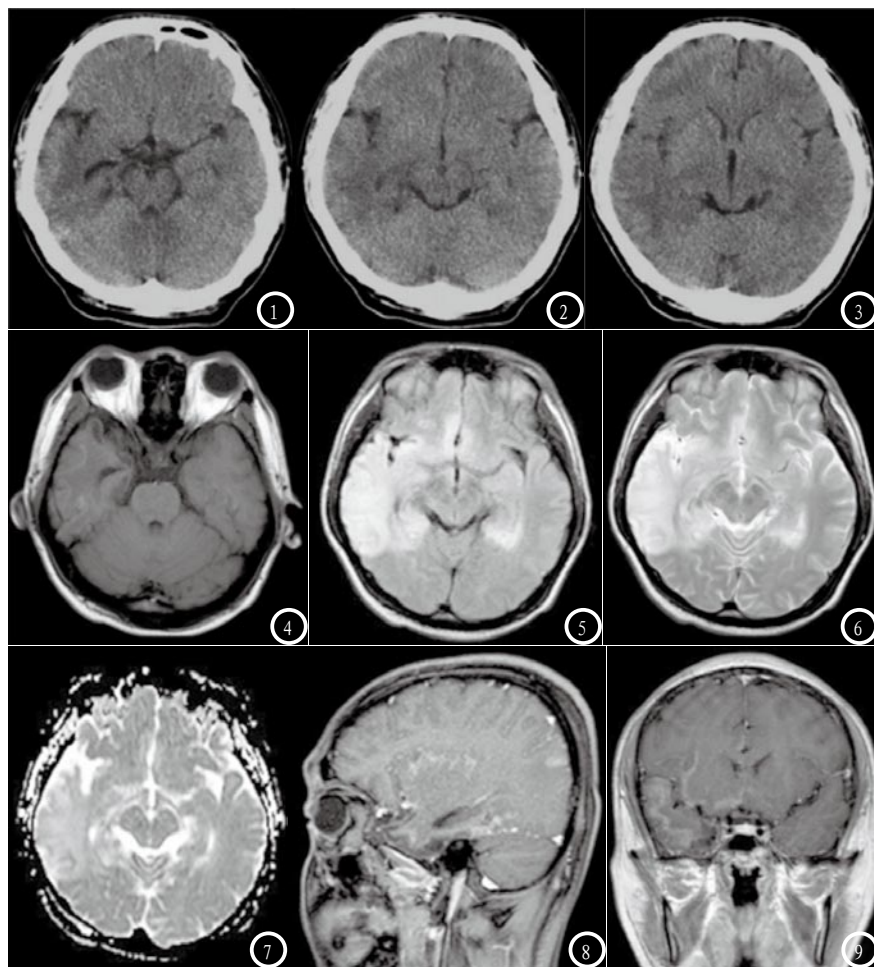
为CT平扫轴位；图4-9 MRI图像：图4 T<sub>1</sub>WI；图5 T<sub>2</sub>WI；图6 FLAIR；图7 DWI；图8-9 T<sub>1</sub>增强扫描冠状与矢状图。
